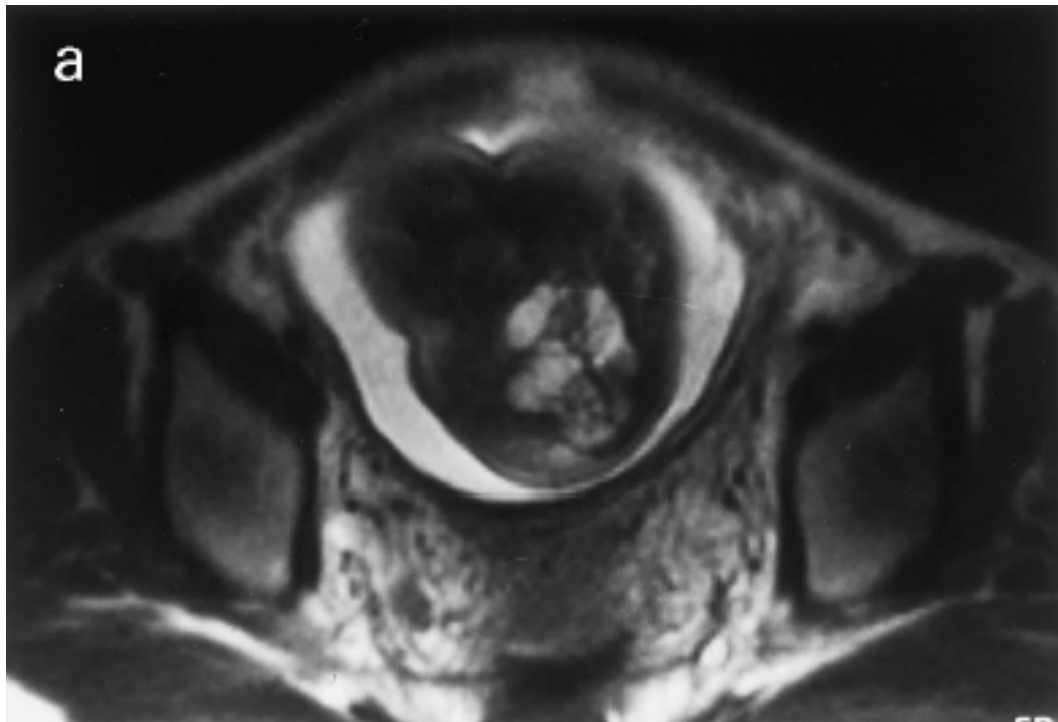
(a et b) : IRM fœtale à 31 SA montrant une grande masse kystique, multiloculaire, hétérogène au niveau de la région sacrée avec un composante intra-pelvienne importante [72]
